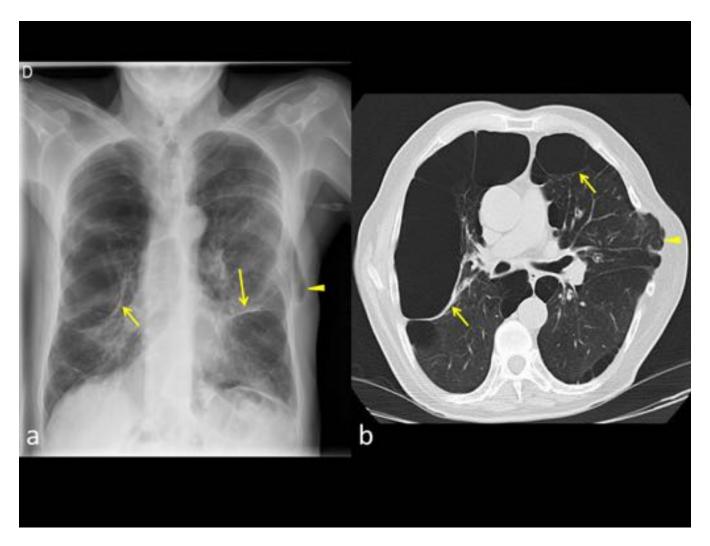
Caso 2: Radiografía simple (a) y TC (b) de un varón de 63 años. Antecedente de EPOC y bullectomía (por neumotórax recurrentes) en LII y língula. Acude por presentar tos y dolor pleurítico en costado izquierdo. Se aprecian voluminosas bullas subpleurales bilaterales (flechas) con cambios postquirúrgicos en la parrilla costal izquierda asociados a protrusión del parénquima del LSI (cabezas de flecha).
